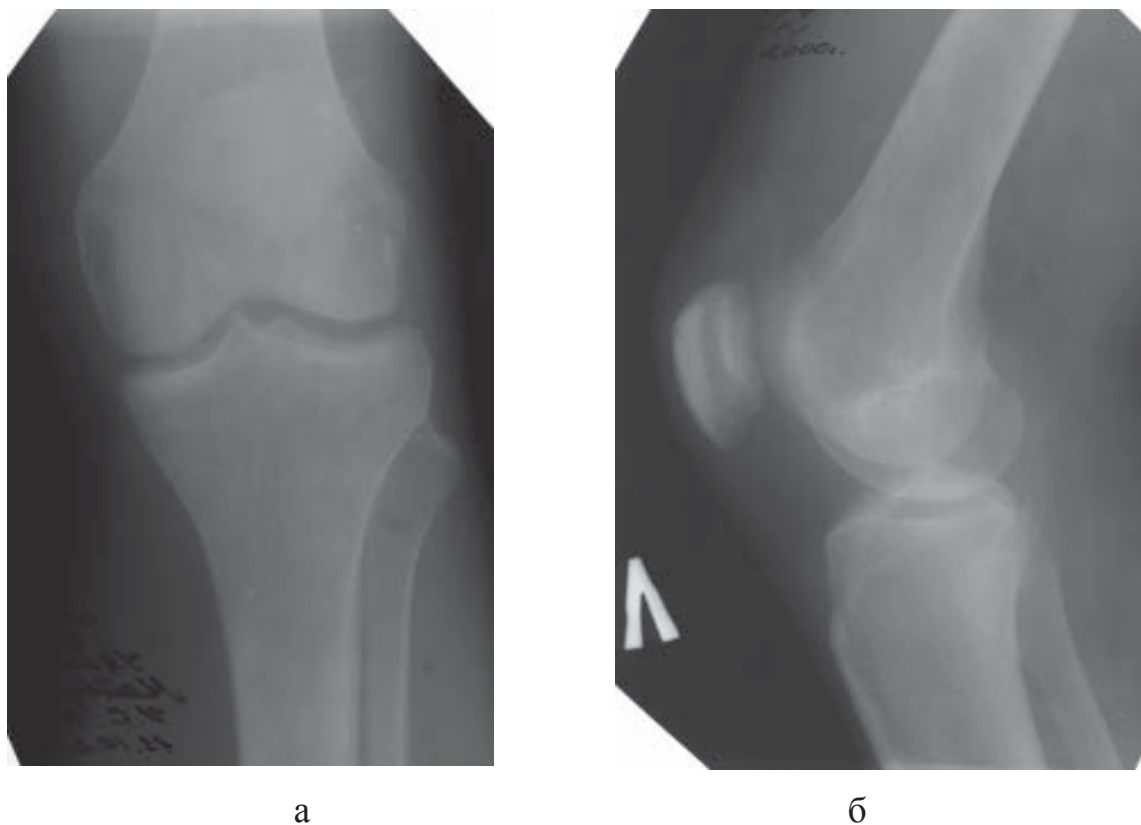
Рентгенограммы левого коленного сустава б-го М., ист. бол. № 62053, до операции:
